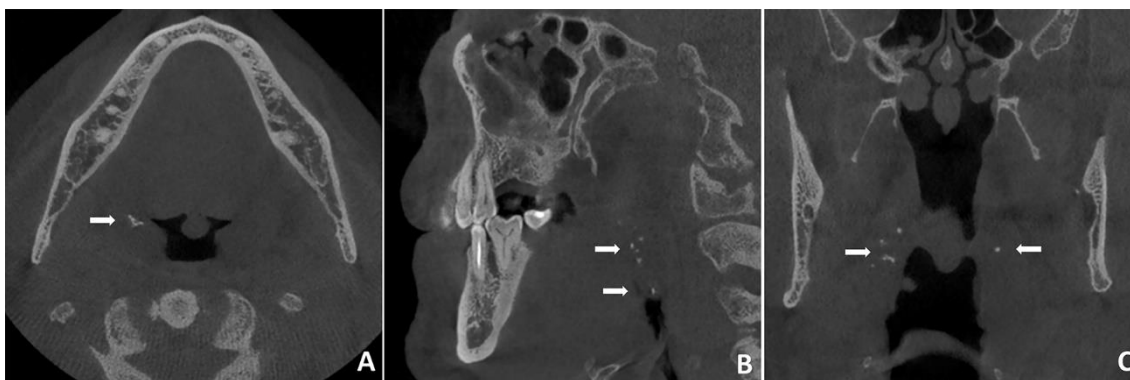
(A-B-C). Multiple tonsilloliths are shown with white arrows in axial (A), sagittal (B), and coronal (C) CBCT images of the same patient
